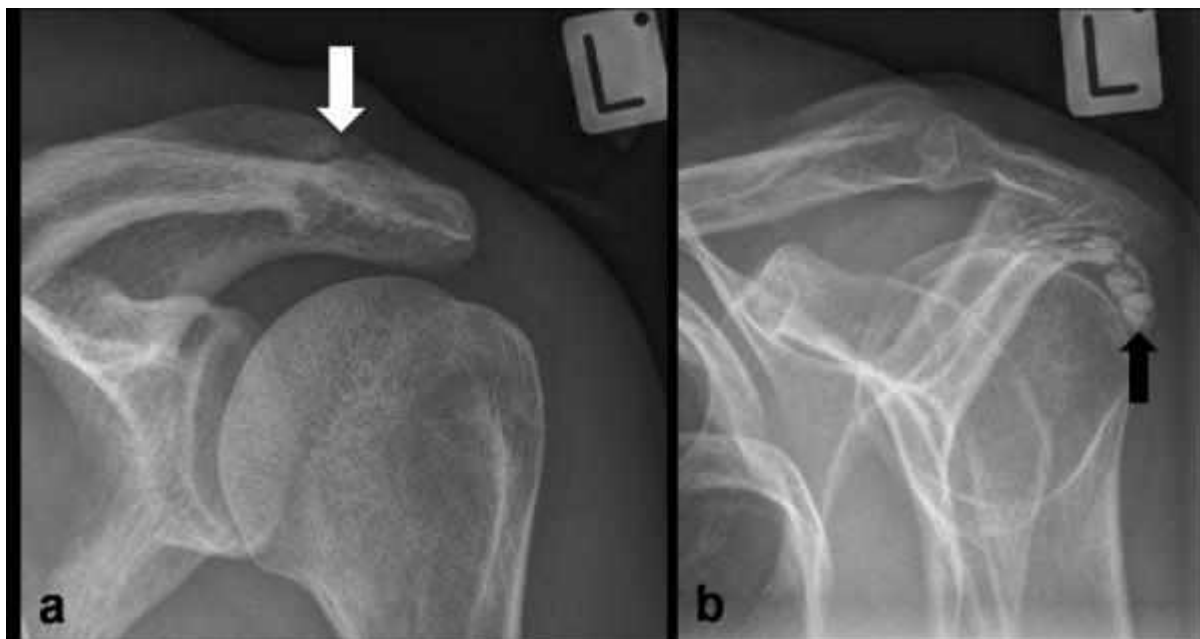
Рентгенівські зображення плеча: а) патології акроміально-ключичного суглоба та б) кальцифікації ротаторної манжети
